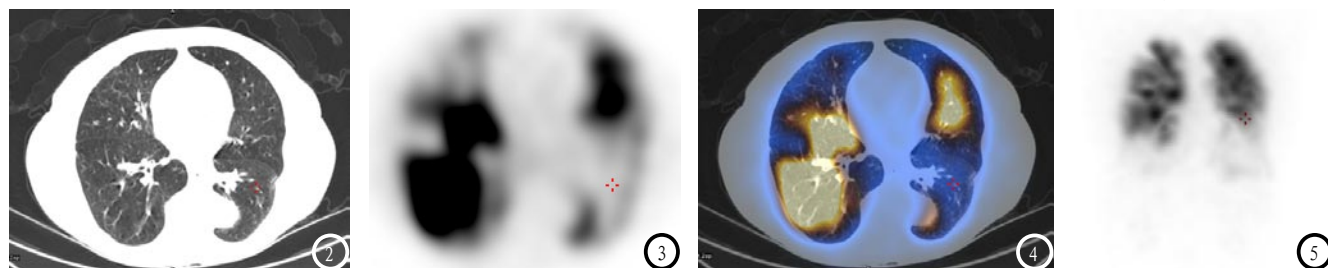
患者,女,63岁,2年前以心悸、胸痛入院就诊。经CTPA检查显示肺动脉栓塞,采取规范抗凝治疗,1年前行CTPA复查显示血栓基本吸收,停药6个月。此次再次胸痛入院再行CTPA检查可疑PE;而行SPECT/CT肺灌注显像(图2-5),显示双肺多发放射性分布缺损区,同机CT相应肺野内未见明确异常,诊断为PE。
